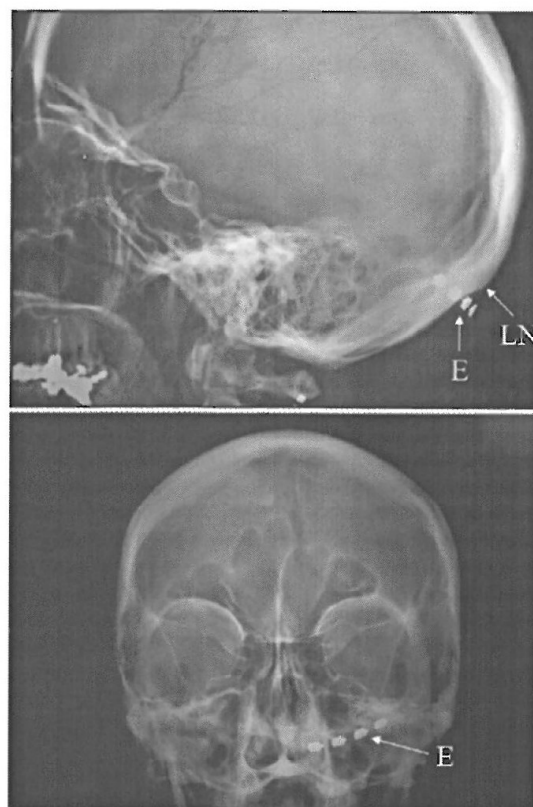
Radiographie du crâne de face (image du bas) et de profil (image du haut) montrant la position de l'électrode (E) à 4 contacts (Resume, Medtronic, Minneapolis) placée en sous-cutané par voie chirurgicale. Pour être le plus près possible du nerf grand occipital l'électrode est placée juste en dessous du niveau de la ligne nucale (LN).
